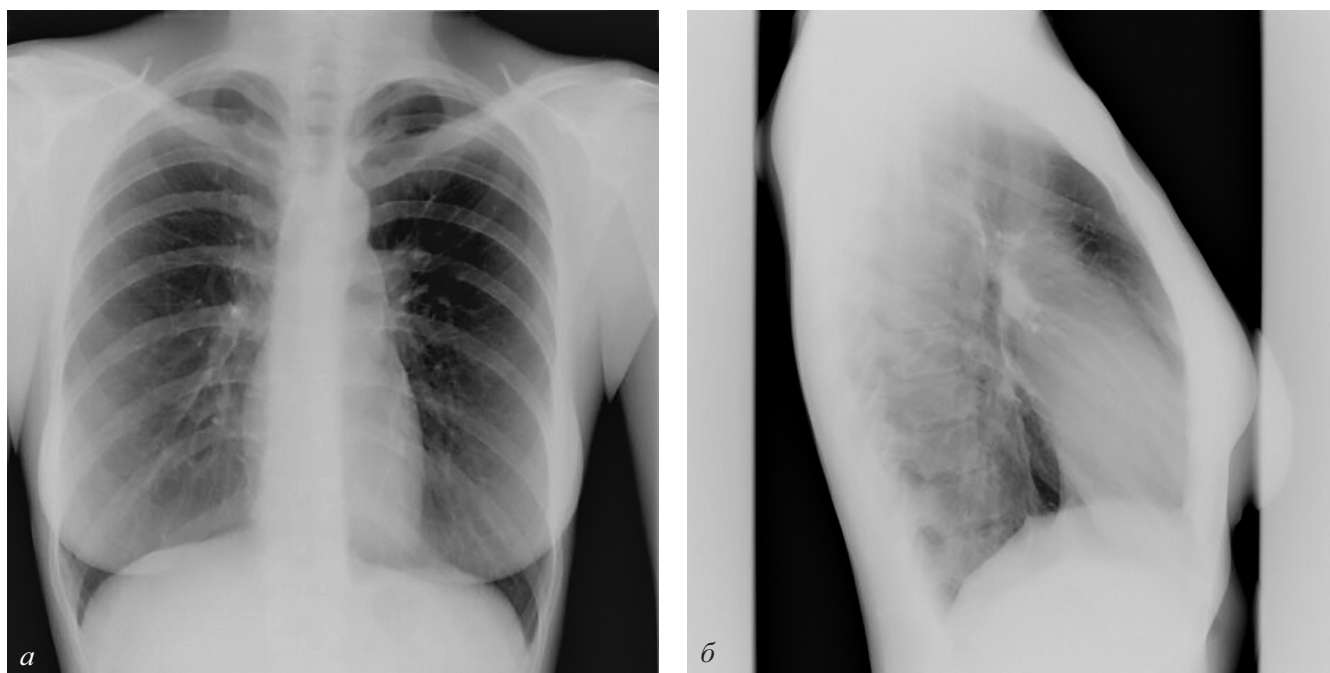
Обзорная рентгенограмма органов грудной полости в двух проекциях от 2021 года
